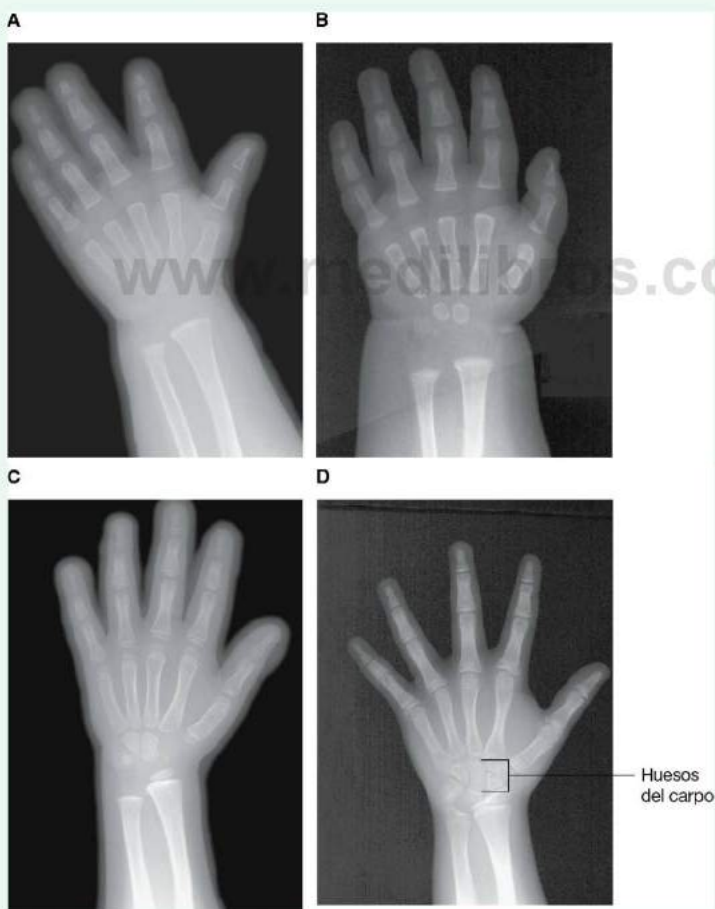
Serie de radiografías de desarrollo que muestra la osificación progresiva de los huesos del carpo (muñeca) desde los 3 (A) a los 10 (D) años de edad.
